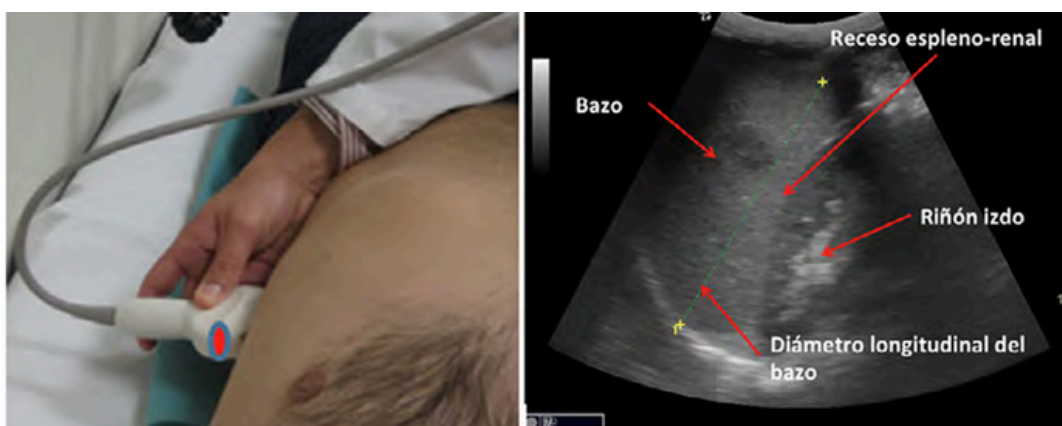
Ecografía del Bazo
